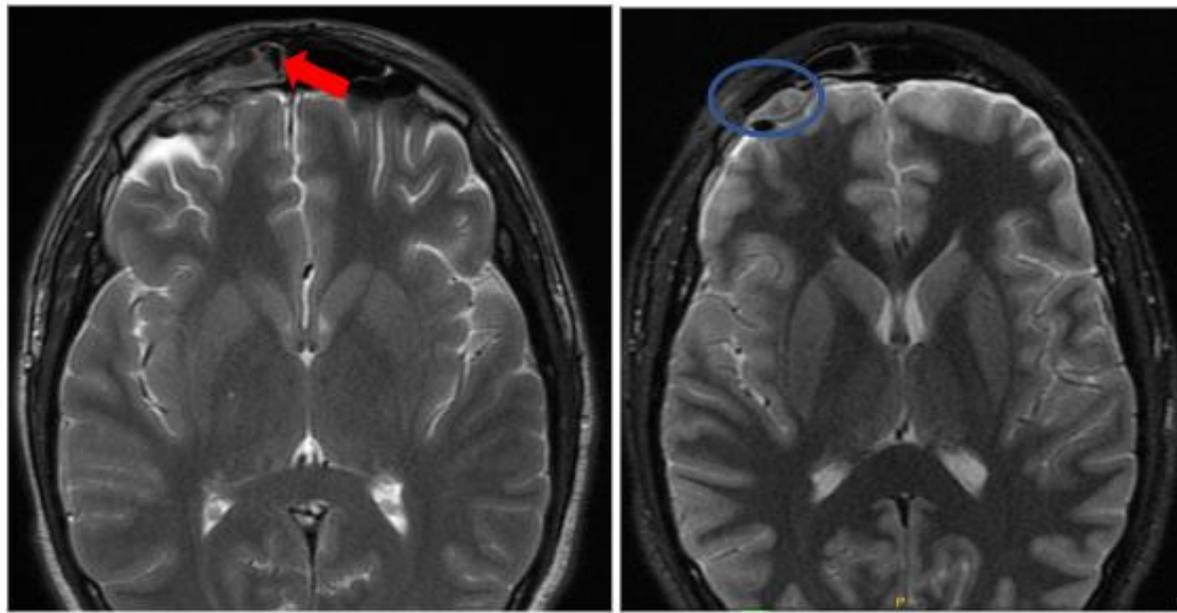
RM. Hematoma epidural frontal derecho con imagen isointensa al LCR en el seno frontal
